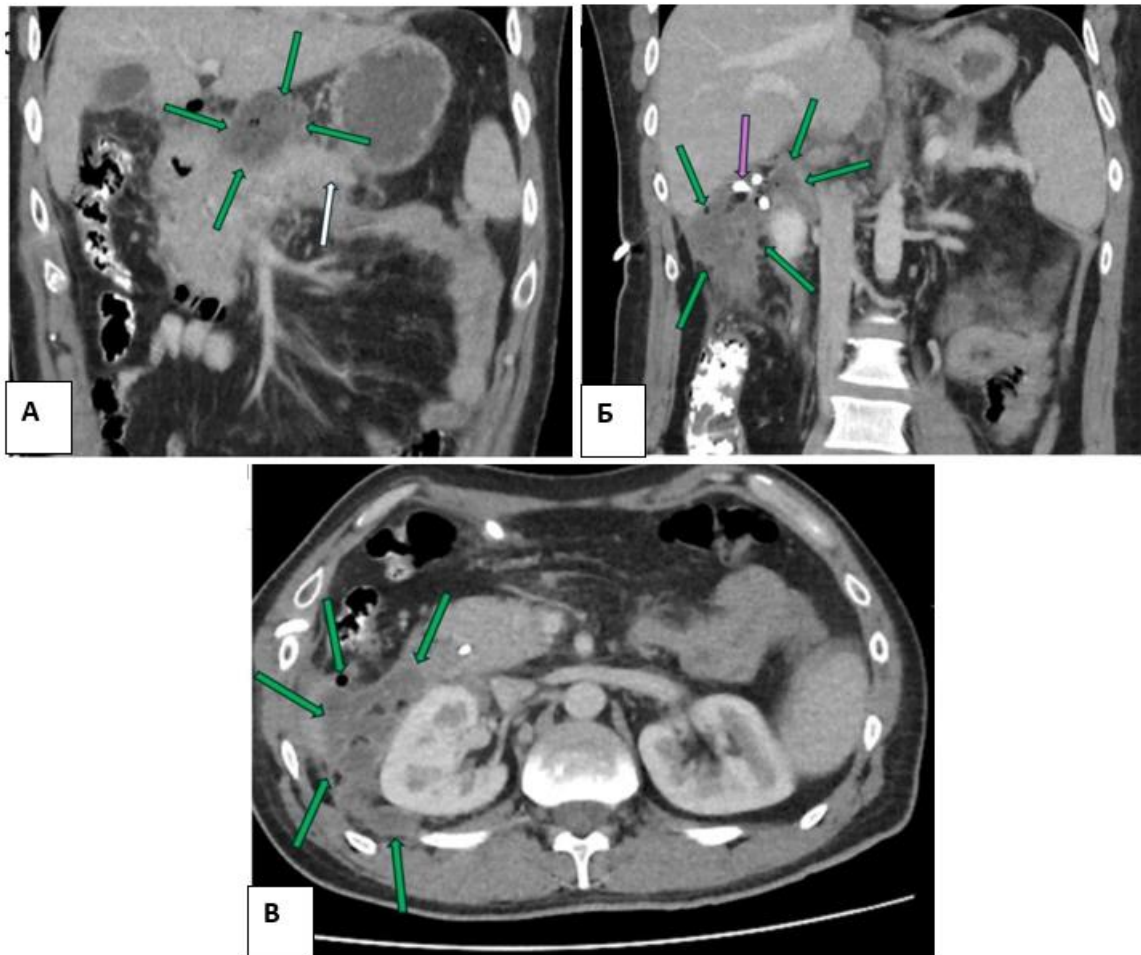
КТ с внутривенным болюсным контрастированием, венозная фаза. 40 сутки заболевания. Острое некротическое инфицированное скопление с пузырьками газа (зеленые стрелки). А – фронтальная проекция, белой стрелкой указана жизнеспособная паренхима ПЖ. Б,В – острое некротическое инфицированное скопление с пузырьками газа, параренально спереди и сзади, завиток дренажа, установленного в некротическое скопление (фиолетовая стрелка)
